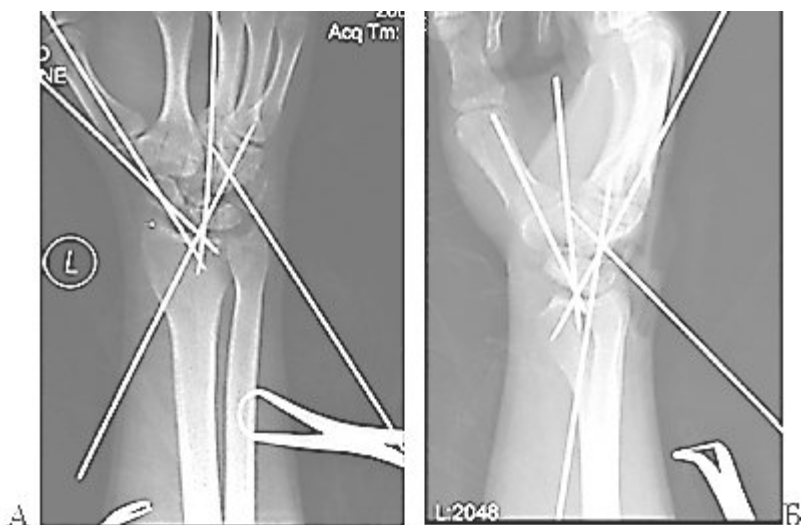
Интраоперационные рентгенограммы больного К.: А-прямая проекция, Б-боковая проекция.
